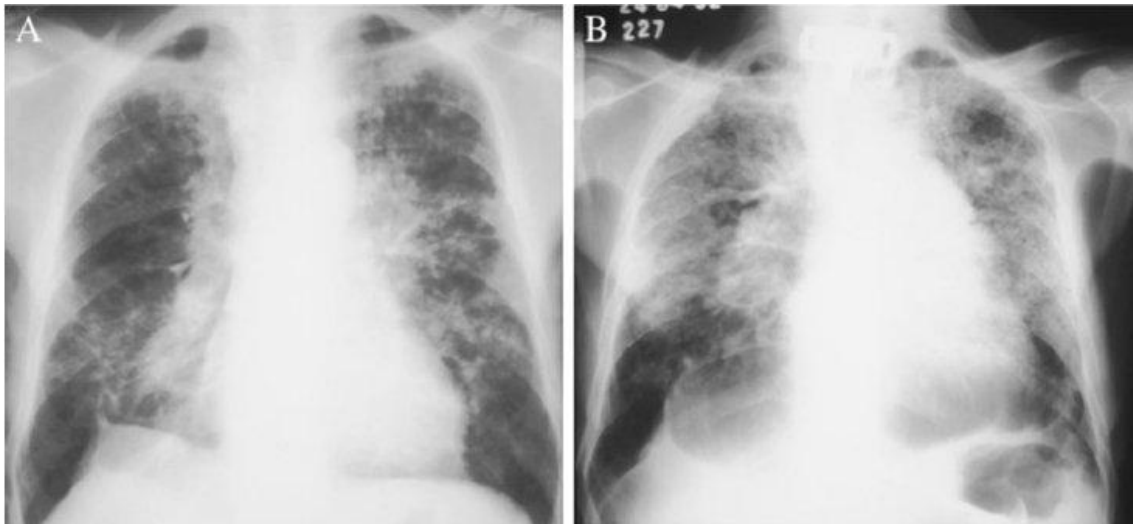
case 4. A, a roentgenogram of the chest reveals bilateral fibronodular infiltrates. B, seven years after the initiation of prednisone therapy, a remarkable progression of the lung lesions with consolidation was observed; the sputum was positive for acid-fast bacilli and *Paracoccidioides*.
